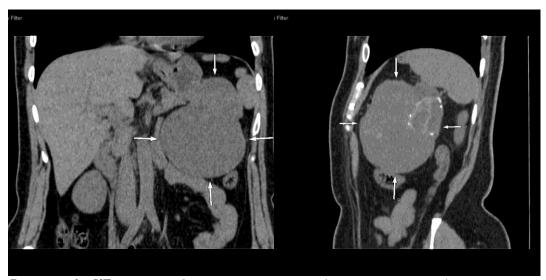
КТ органов брюшной полости в двух проекциях: а) коронарный срез б) сагитальный срез: в хвосте поджелудочной железы определяется неправильной формы объемное образование, компримирующее прилежащие петли кишки, левую почку, тесно прилегающее к большой кривизне желудка и воротам селезенки. Образование с относительно четкими неровными контурами, солидно-кистозной структуры, с наличием в структуре кальцинатов, размерами 9,5 х 9,0 х 10,9 см.
